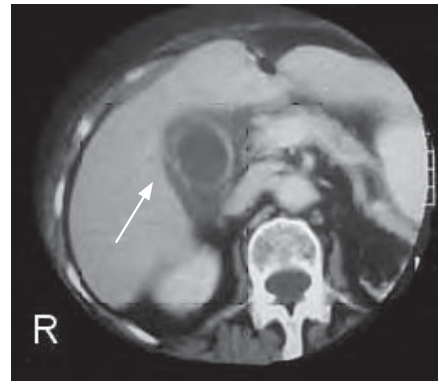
/2b. Tomografía computada de abdomen donde se visualiza engrosamiento de la pared vesicular y edema perivesicular.
